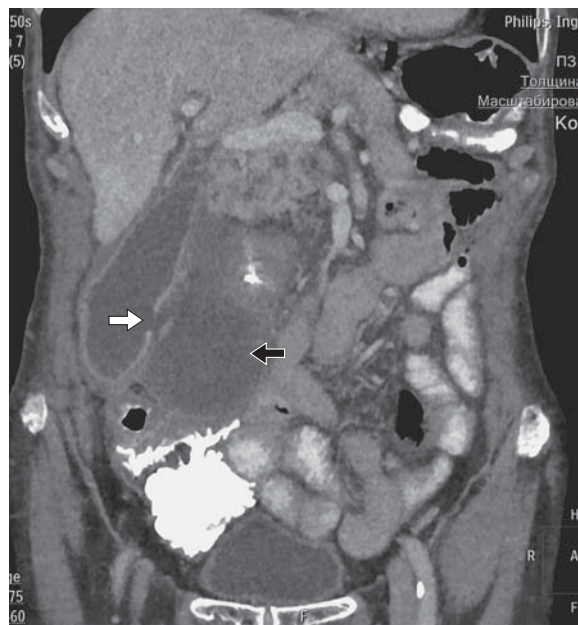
КТ с внутривенным болюсным введением контрастного препарата. Венозная фаза контрастирования, коронарная реконструкция. Белой стрелкой обозначен дефект стенки увеличенного желчного пузыря. Черной стрелкой обозначено парапузырное жидкостное скопление (абсцесс).
